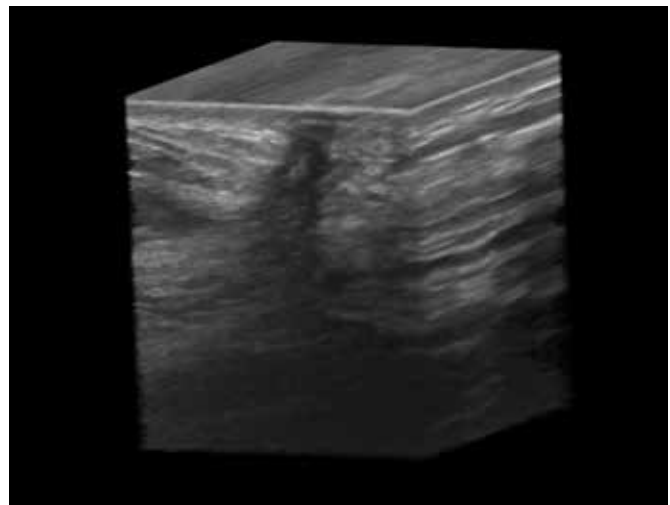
Ecografía 3D muestra una imagen típica de granuloma.
